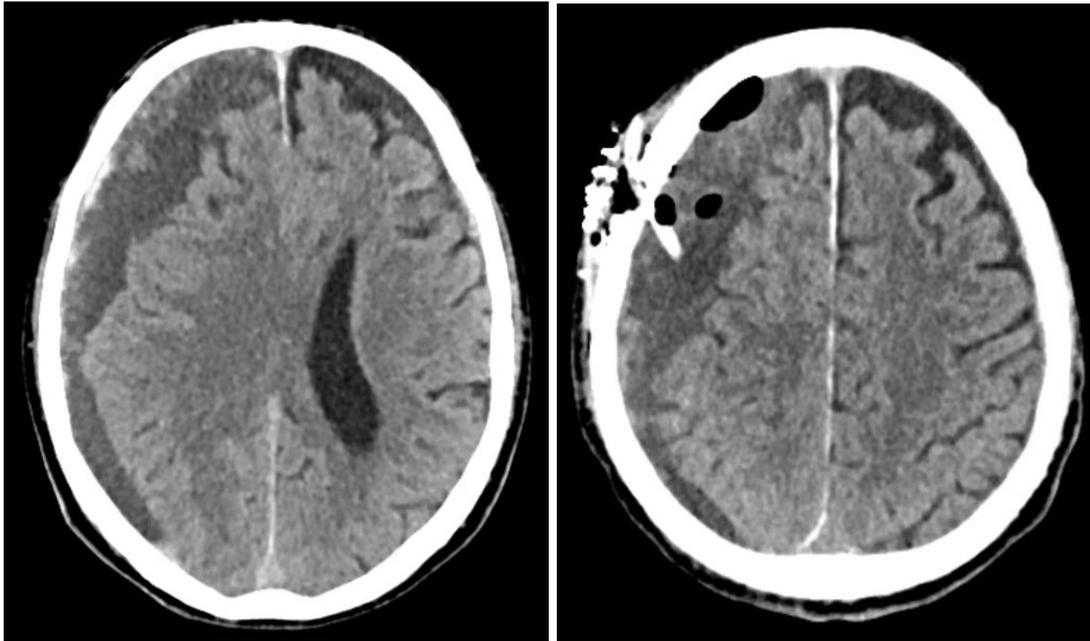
Hematoma subdural crónico en imagen de TC. Se observa borramiento de los surcos a nivel del hematoma, con efecto masa sobre el parénquima adyacente (izqda.). Mismo hematoma con drenaje colocado en su interior (derecha).
